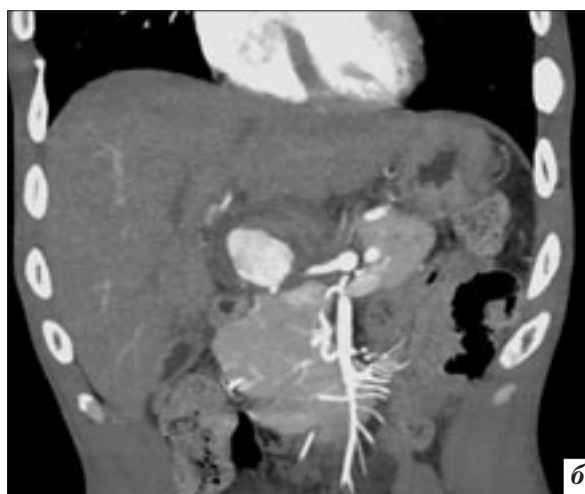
МСКТ-ангиография: *а* – трехмерная реконструкция; *б* – фронтальная реконструкция. В динамике отмечается увеличение размера ложной аневризмы в зоне деления печеночной артерии.
